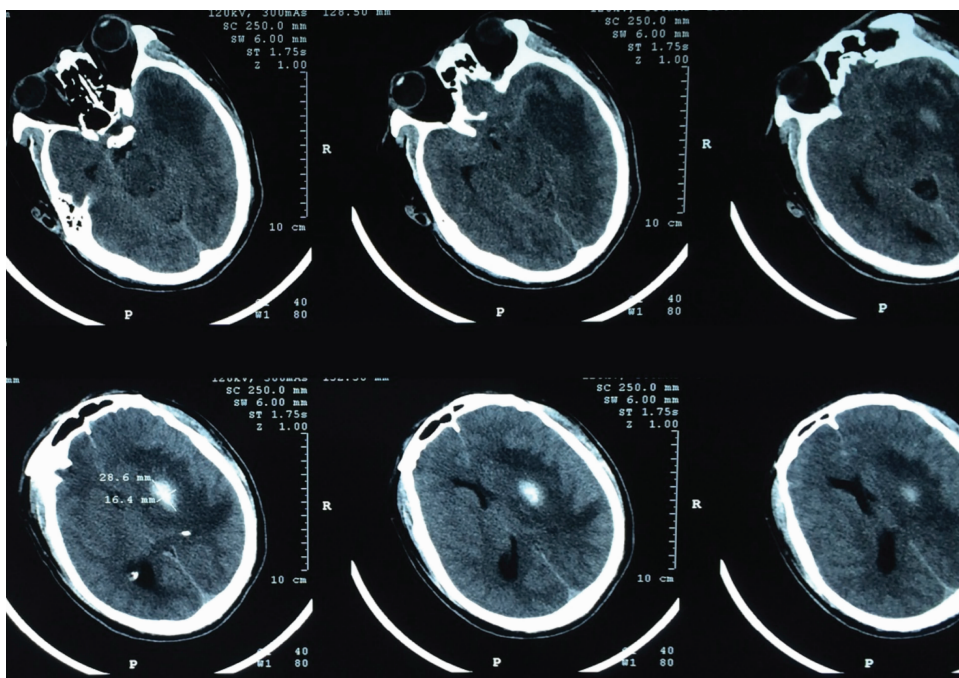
头颅CT示发病2周患者保守治疗后血肿量明显吸收,基底节、岛叶、颞叶出现大面积脑水肿,中线有移位
